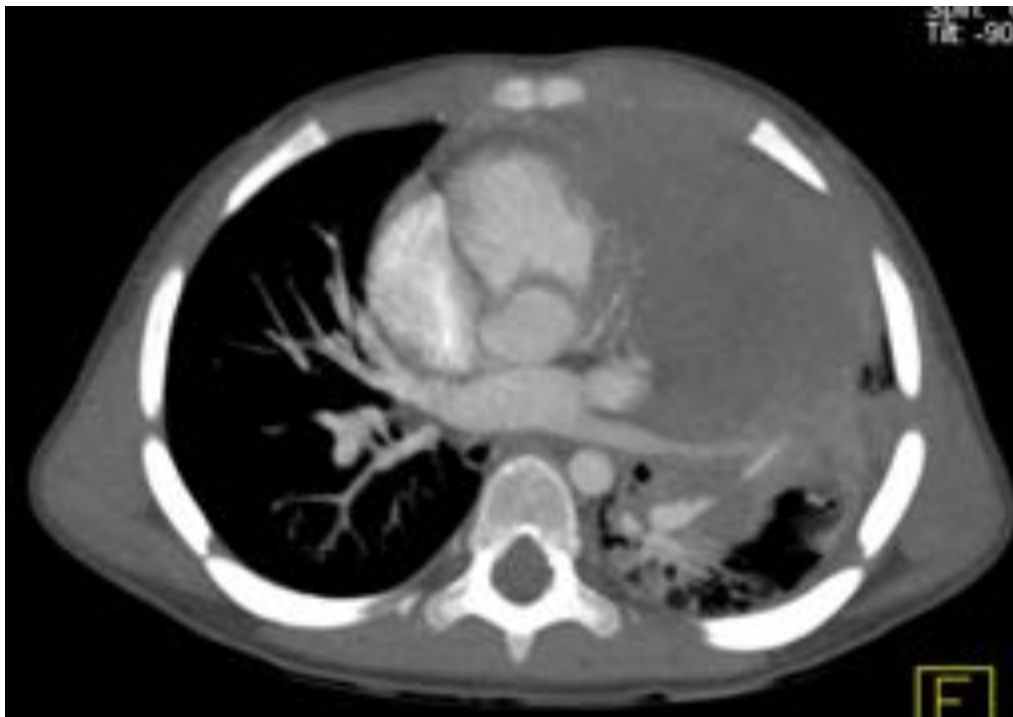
Caso clínico 2. Paciente preescolar de 2 años y 11 meses con hipertransaminasemia y masa mediastínica. TC reconstrucción plano axial con cte. i.v. Caso clínico 2. Paciente preescolar de 2 años y 11 meses con hipertransaminasemia y masa mediastínica. TC reconstrucción MPR coronal con cte. i.v. Gran masa mediastínica antero-superior con extensión hilio izquierdo, heterogénea, con áreas de menor densidad (necrosis). Capta contraste i.v. heterogéneamente. Linfoma Linfoblástico.
